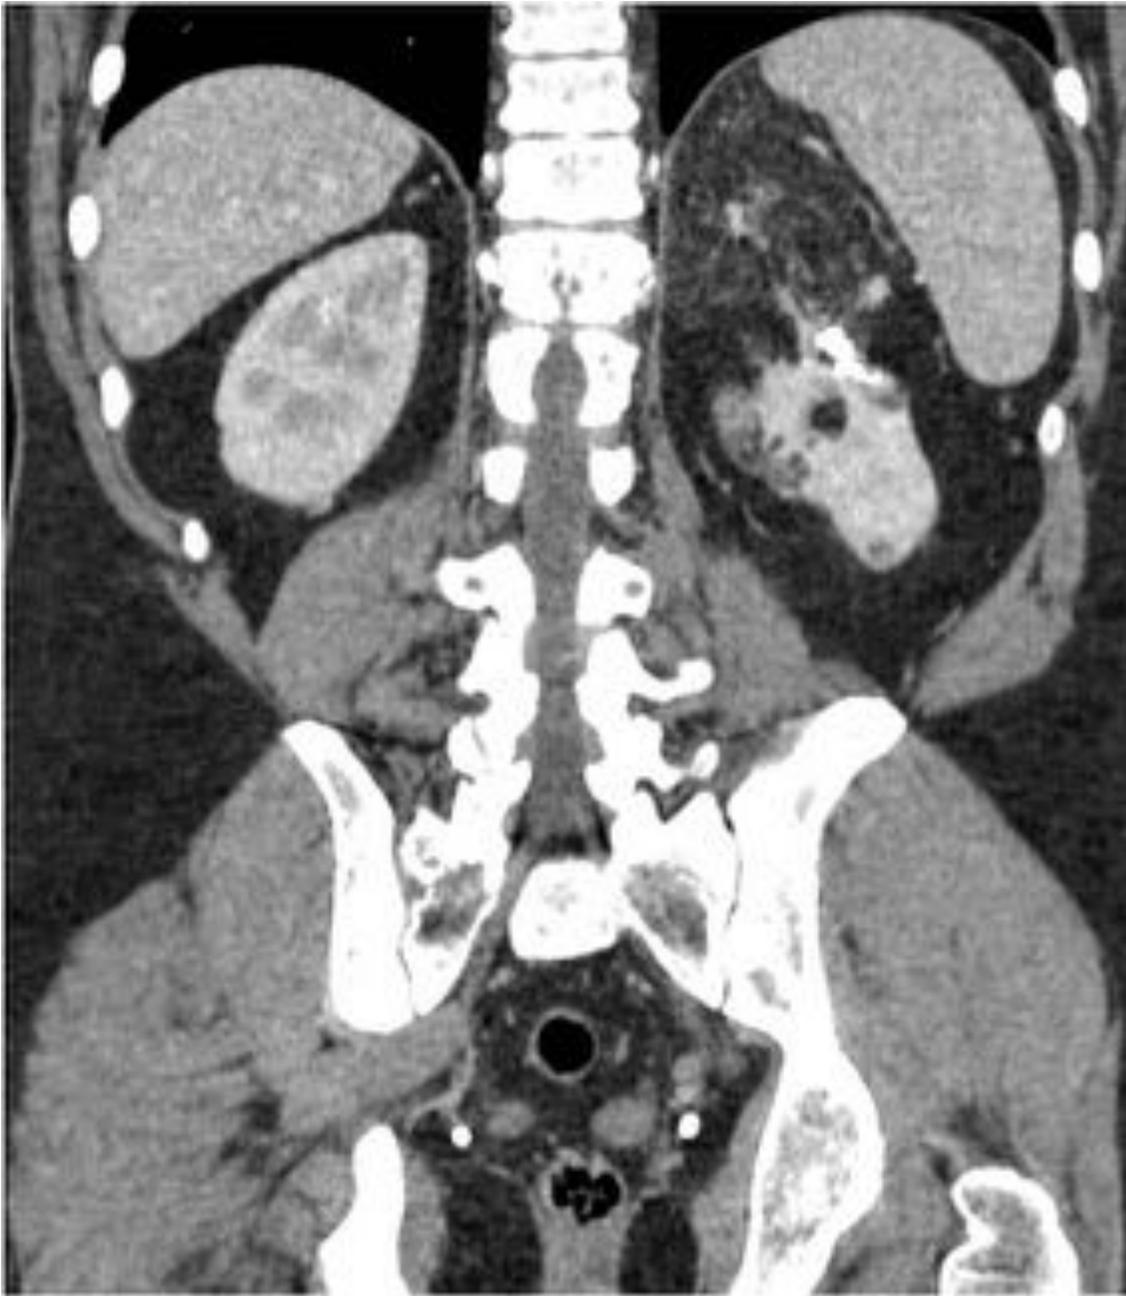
TC abdominal con reconstrucción coronal. Embolización de un angiomiolipoma de gran tamaño en el polo superior del riñón izquierdo con agente líquido.
